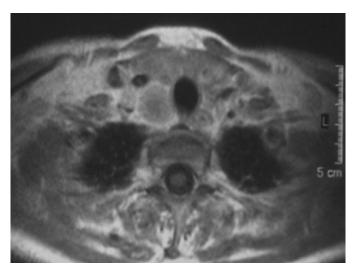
Recidiva de carcinoma folicular de tiroides en espacio paratraqueal derecho observada en resonancia magnética potenciada en T1.
